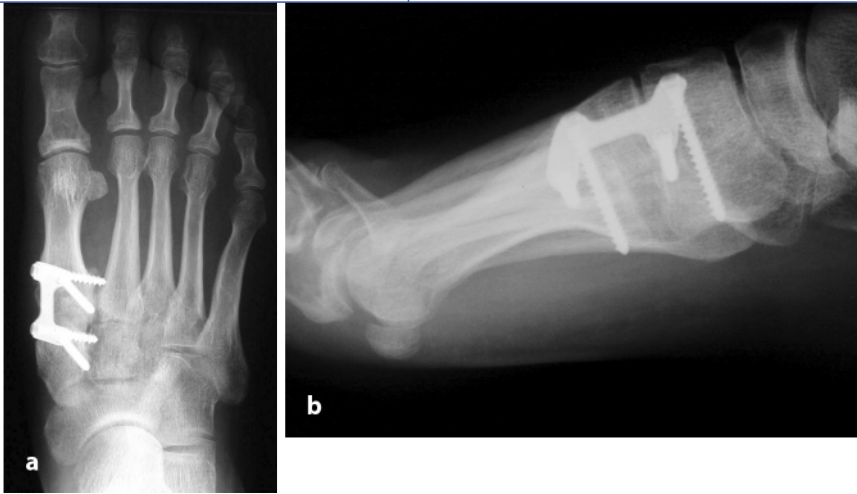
b ▲ Röntgen einer Lapidus-Arthrodese, die mit einer winkelstabilen Orthner-Platte versorgt wurde
